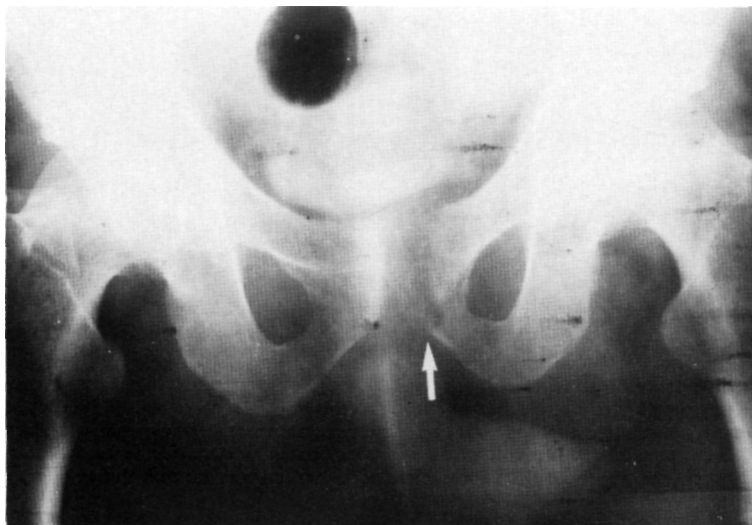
Radiografía antero-posterior de pelvis practicada en 1979. La imagen de resorción ósea localizada afecta al pubis izquierdo (flecha).
